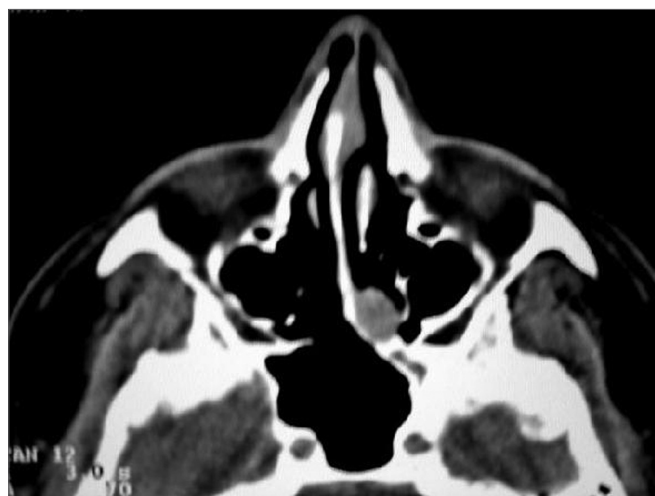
TC Pré-operatória: espessamento em região de recesso esfenoidal compatível com o achado endoscópico.
